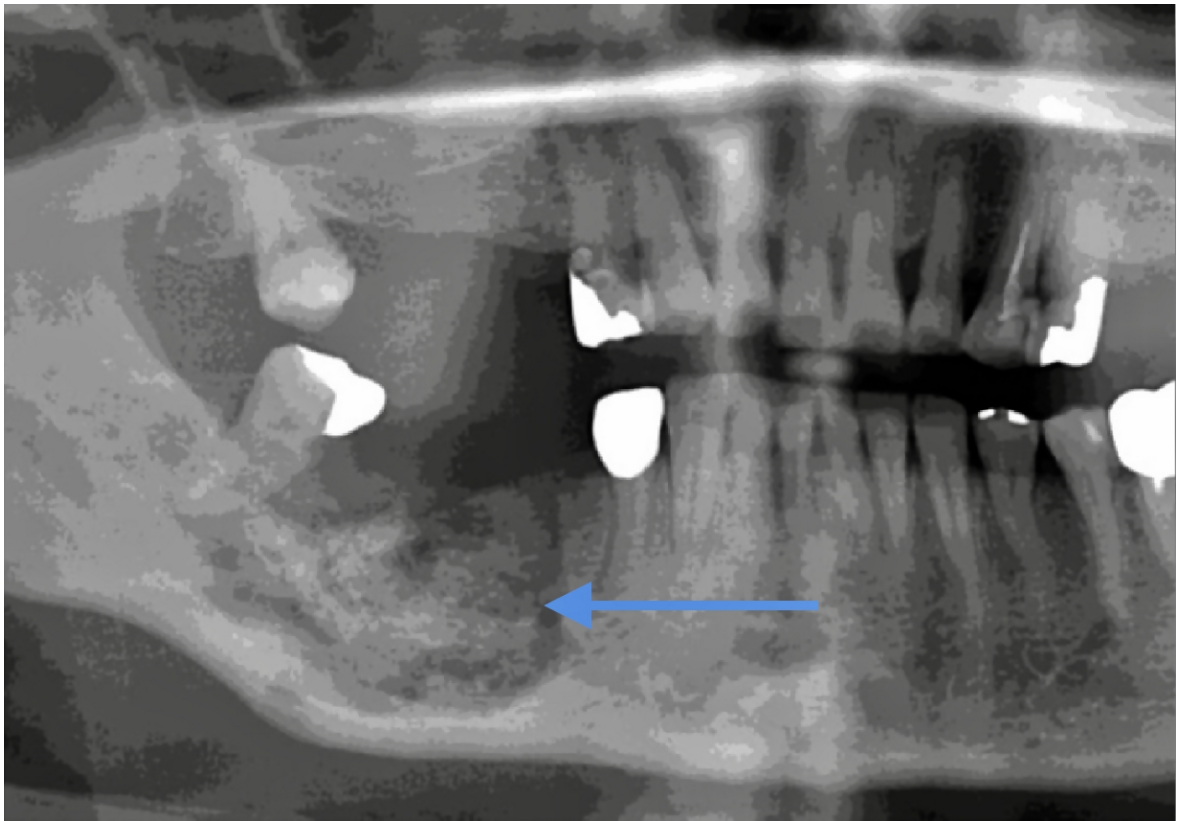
cliché radiographique de l'ostéonécrose mandibulaire de la figure 5 (51).
